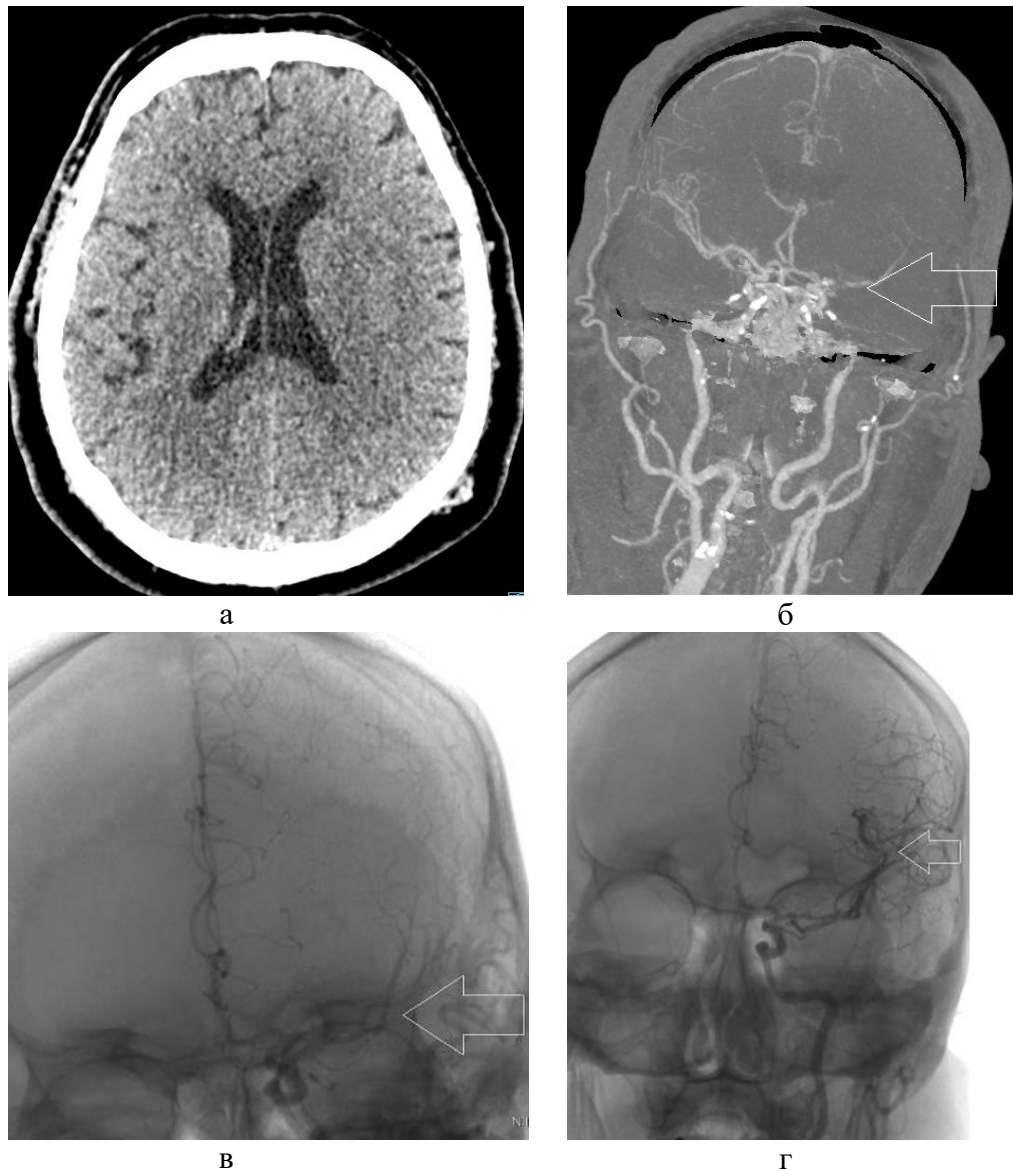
Больной С., 68 лет. (И/б 4651/2020). На КТ в аксиальной (а) плоскости достоверных данных за ОНМК не получены, при проведении КТ ангиографии (б) в бассейне левой ВСА и ЛСА на МIP реконструкциях визуализируется отсутствие контрастирования (стрелка). При селективной церебральной ангиографии ЛВСА (в): ВСА — тромботическая субокклюзия М1 сегмента СА. После локальной эндоваскулярной транскатетерной тромбэкстракции из бассейна ЛВСА кровоснабжение восстановлено (г) (стрелки)
